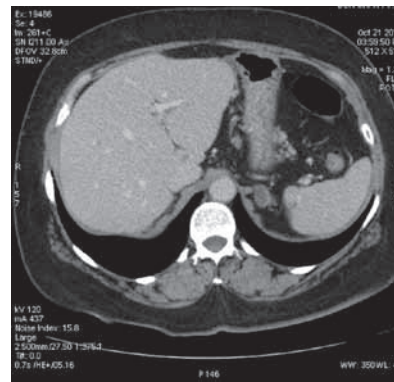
Максимальное уменьшение размеров метастазов в печени (компьютерная томография, октябрь 2010 г., через 36 недель после начала терапии)
